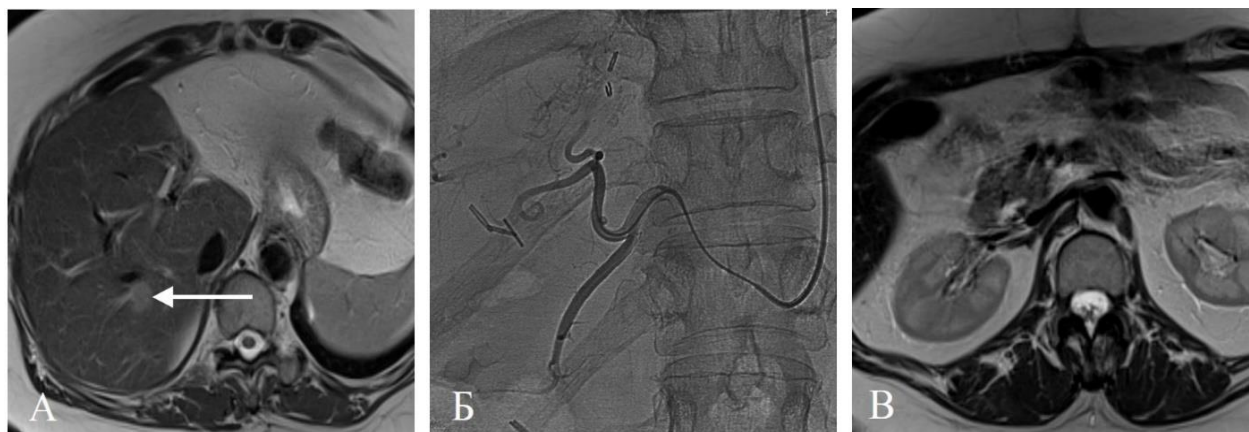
Пациент 58 лет, через 7мес. после удаления рака сигмовидной кишки и резекции левой доли печени. МРТ до ТЛЛНМ1 (А) показывает один из множественных очагов в S6 сегменте печени (стрелка). Данные ангиографии (Б): во время первой ТЛЛНМ микрокатетер 2,2Fr заведен до сегментарных ветвей правой печеночной артерии. МРТ через 8 нед. после ТЛЛНМ1 (В): головка поджелудочной железы не изменена
